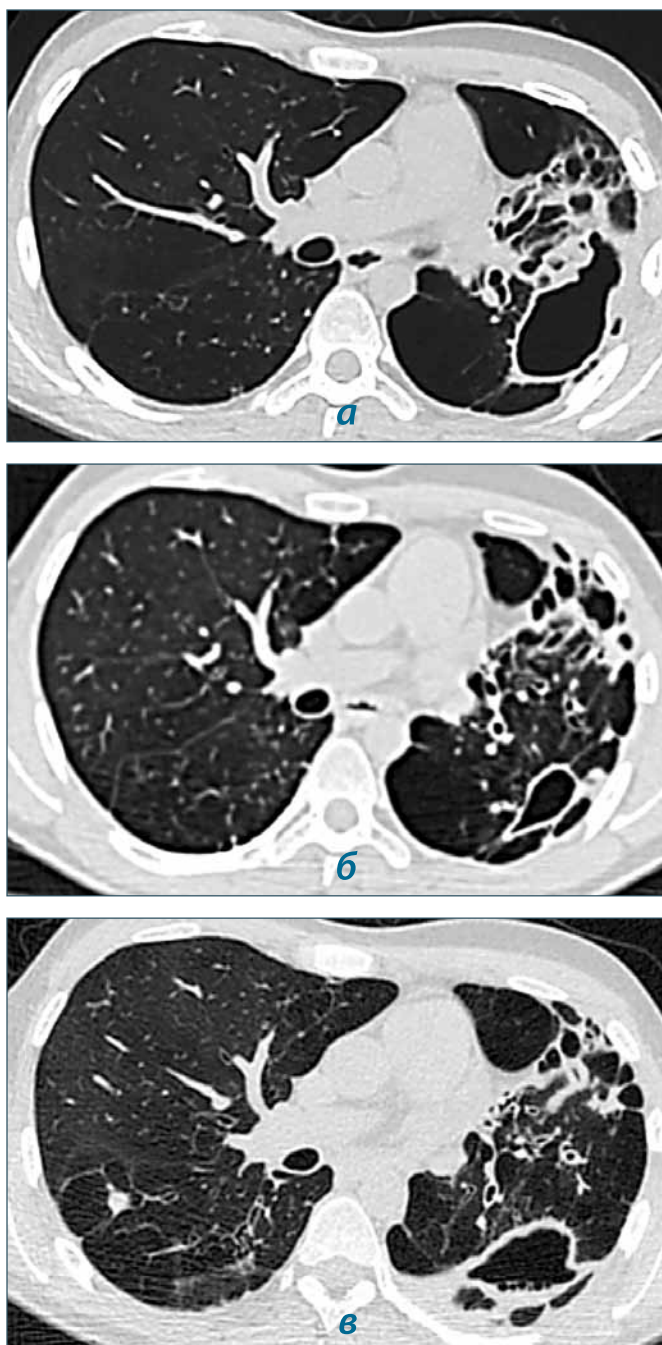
Данные компьютерной томографии органов грудной клетки у пациента 3., 30 лет (легочное окно, аксиальные сканы):
